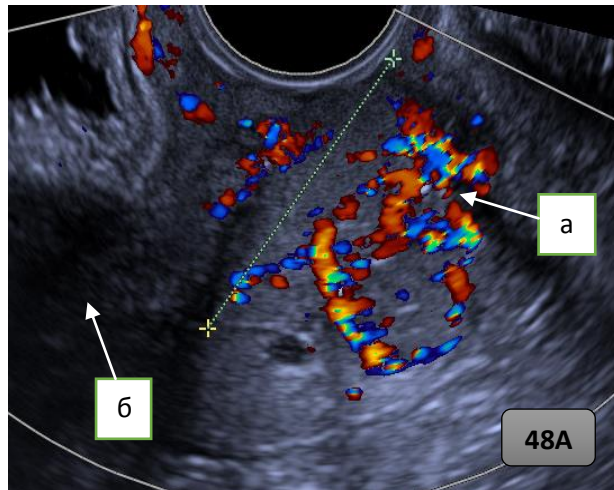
Рисунок 48А. — Ультразвуковая томограмма опухоли шейки матки пациентки А. до начала лечения: а) наличие диффузной патологической васкуляризации в опухоли шейки матки; б) миометрий.
